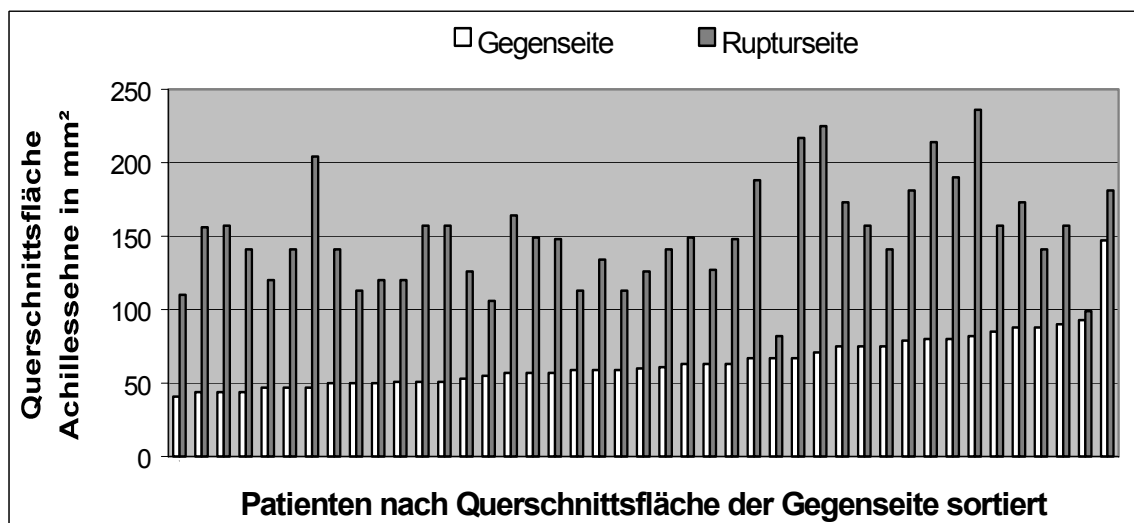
Sonographischer Querschnitt in Seitenvergleich ($n=43$)
